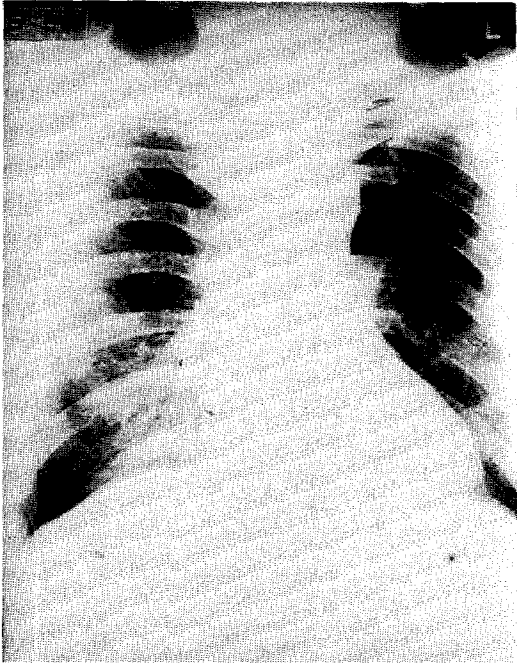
Chest X-ray findings 40 days after admission (2 weeks after corticosteroid therapy). Markedly decreased radioopaque densities of reticular and granular patterns of middle & lower lung fields.
